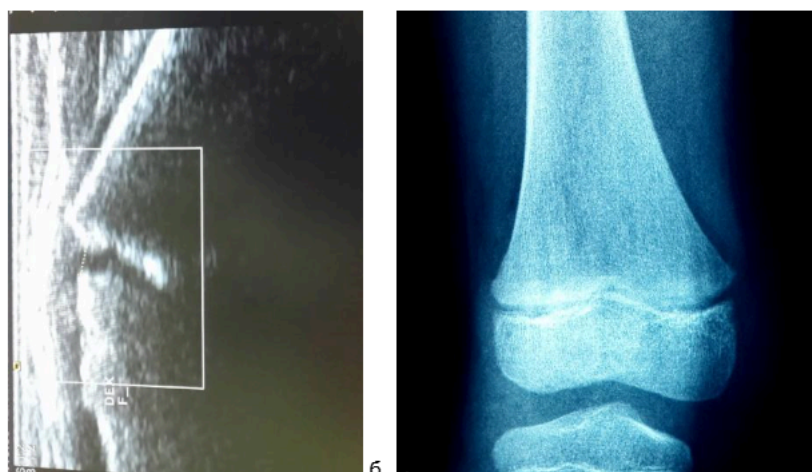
Эхограмма и рентгенограмма эпиметафиза бедренной кости ребенка 8 лет
